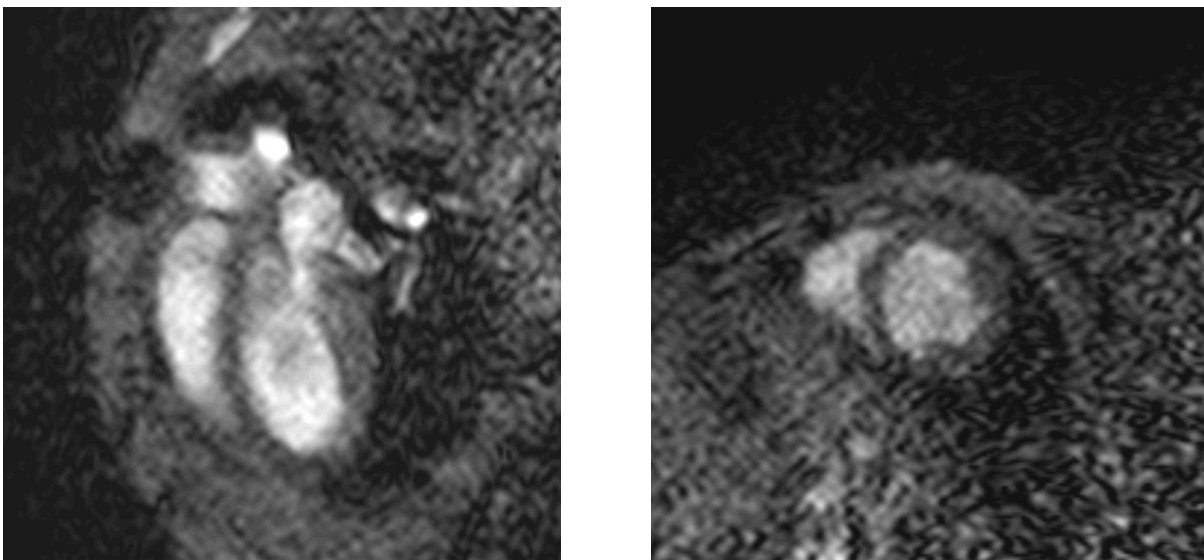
kardiales MRT einer gesunden Maus (links: lange Achse und rechts: kurze Achse)
